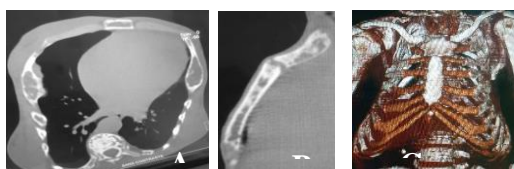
Dysplasie fibreuse thoracique. TDM thoracique: coupe axiale (A), reconstructions sagittale au niveau sternal (B) et 3D surfacique (C). Ostéolyse soufflante sans rupture corticale de la 4^e côte droite et gauche; lésions ostéolytiques sternales associées à des plages d'ostéocondensation et une difformité de la cage thoracique.
